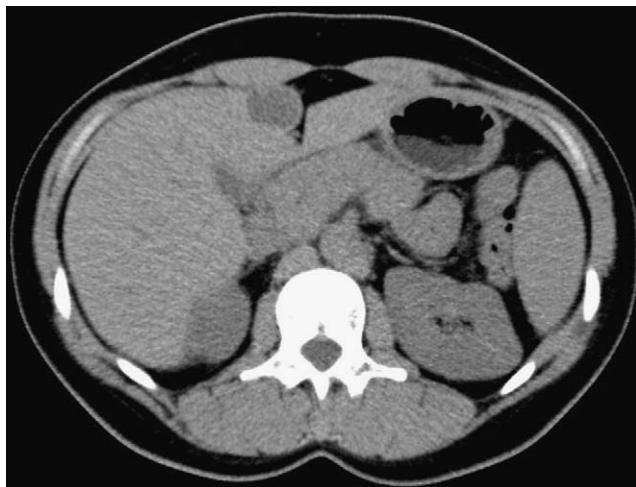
Tomografía computarizada que muestra la lesión en el segmento IVb.
